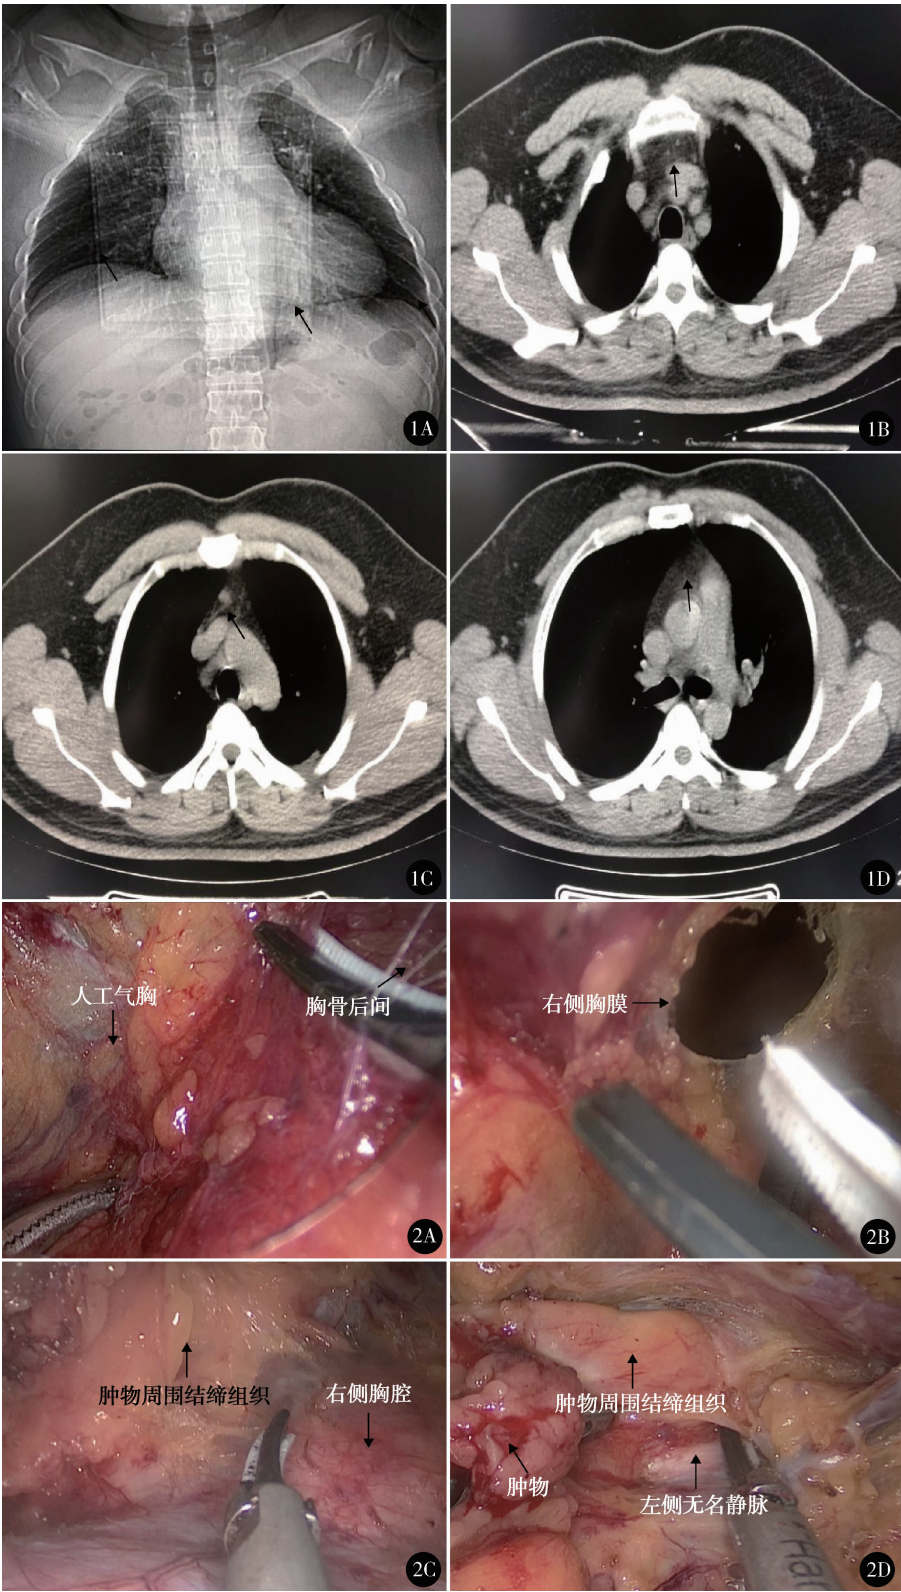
术前胸部 CT 示前纵隔一直径约 0.8 cm 结节软组织灶, 双肺纹理清晰, 未见明显实质性病变, 气管及支气管通畅, 余纵隔内未见明显肿大淋巴结影, 未见胸水征 A. 胸部 CT 肺窗冠状面显示双肺纹理清晰, 心影大小正常; B. 胸部 CT 纵隔窗横断面前纵隔肿物上极; C. 胸部 CT 纵隔窗横断面前纵隔肿物主要瘤体; D. 胸部 CT 纵隔窗横断面前纵隔肿物下极 图 2 A. 建立人工气胸, 游离胸骨后间隙; B. 打开右侧纵隔胸膜; C. 右侧胸腔无明显粘连、积液, 胸膜光滑、无结节; D. 前纵隔于左无名静脉水平见一实性结节, 直径约 1.0 cm, 边界清楚
